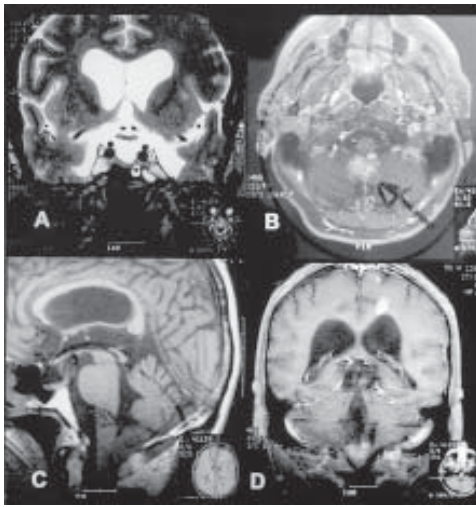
A) Ressonância magnética de crânio, corte coronal, com seqüência ponderada em T2, evidenciando sela turca vazia e dilatação ventricular. B) Corte axial, com seqüência ponderada em T1 e após contraste, mostrando lesão tumoral hipercaptante, heterogênea, no limite caudal do IV ventrículo. C) Corte sagital, com seqüência ponderada em T1, mostrando lesão tumoral com sinal intermediário, no limite inferior do IV ventrículo, obstruindo o forame de Magendie. D) Corte coronal, com seqüência ponderada em T1 e após contraste, mostrando lesão tumoral hipercaptante, heterogênea, na porção inferior do IV ventrículo.
